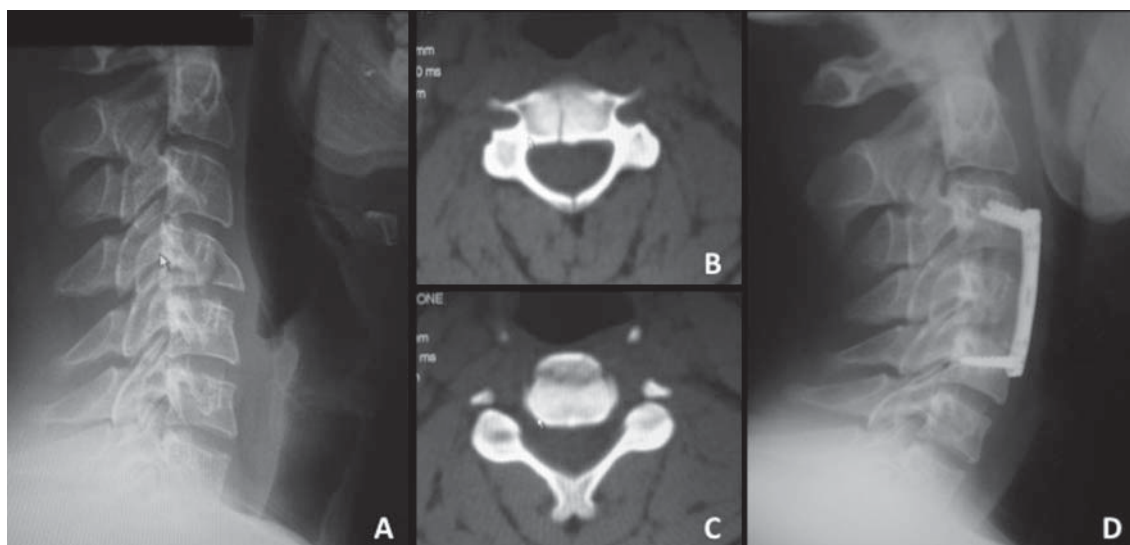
Fractura tipo tear drop: A - Radiograficamente pode parecer uma lesão benigna, apenas se visualizando o típico fragmento triangular anteroinferior; B, C - A instabilidade é demonstrada na TAC que mostra um traço sagital e uma fratura oblíqua que destaca o fragmento anteroinferior e se prolonga ao longo do disco infradjacente até aos elementos posteriores; D - Foi realizada corporectomia e estabilização anterior.
